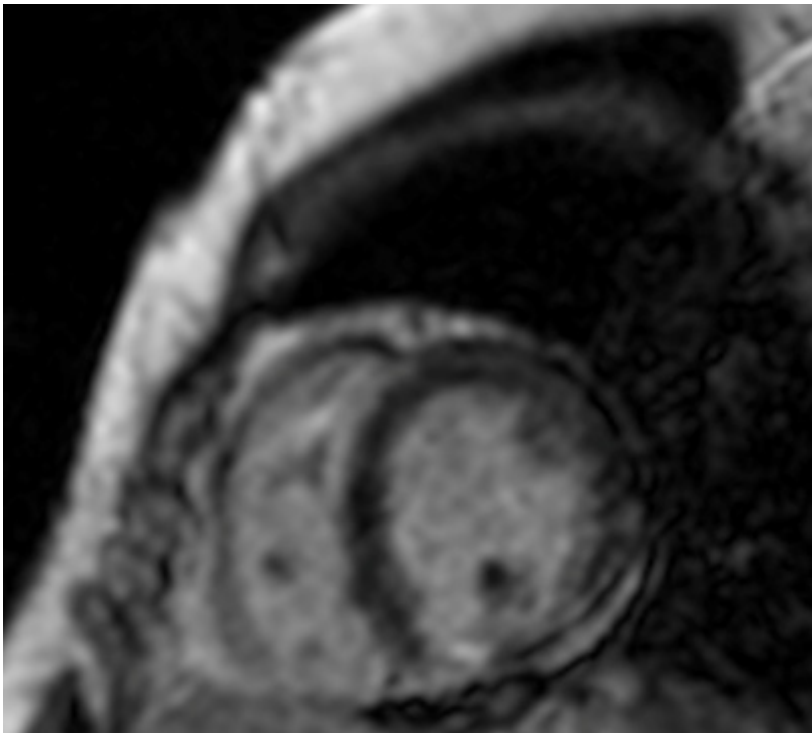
RMC com presença de realce tardio mesocárdico em parede inferior de paciente masculino, 38 anos, com diagnóstico de sarcoidose cardíaca. Dados do autor. RMC: ressonância magnética cardíaca.
